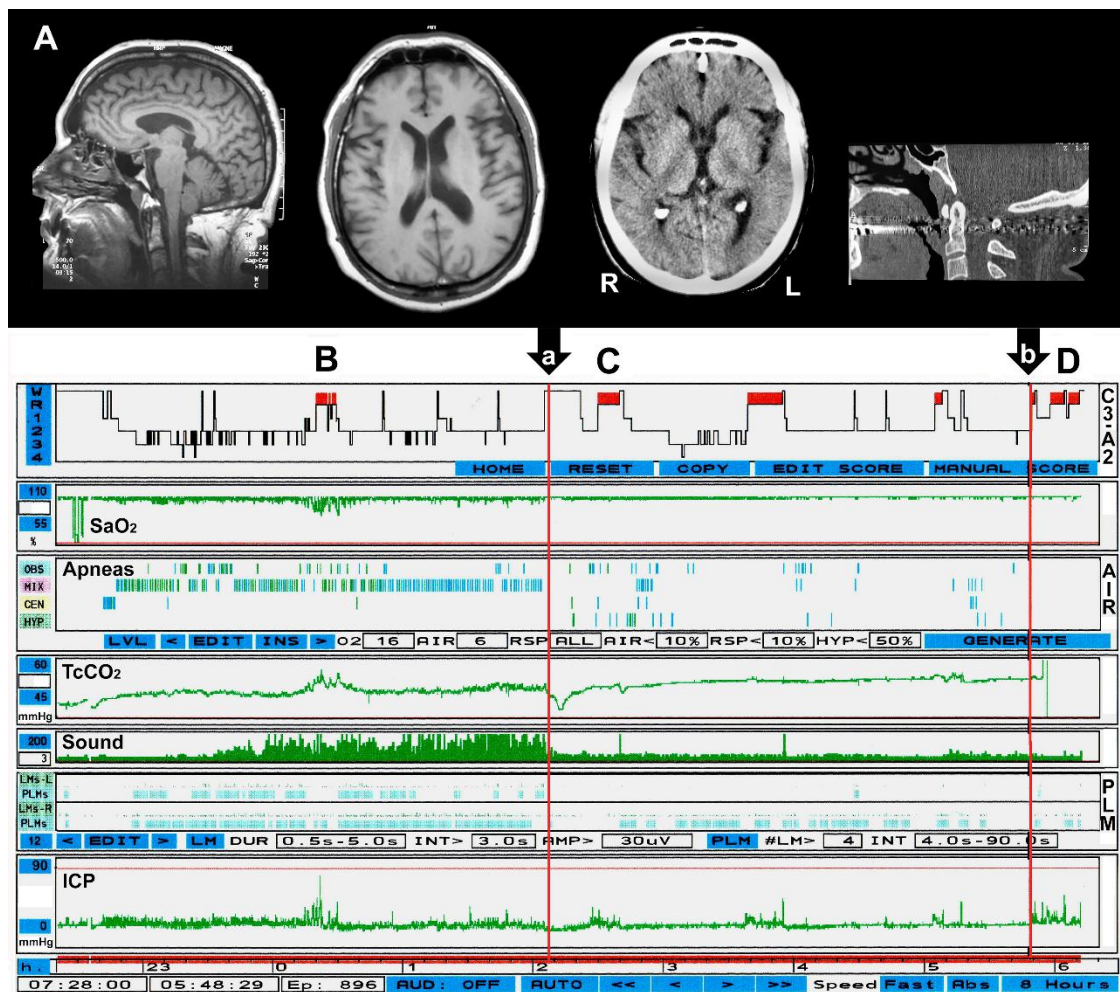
A. MRI and CT scans of the patient that show a normal ventricular size, and cerebellar tonsillar descent of 4 mm through the foramen magnum and small posterior fossa. The tongue, the upper airway tonsils, and adenoids are normal. However, the patient has a small maxilla and elongated soft palate with a very reduced velopharyngeal space (red *). Below the anatomical information, the image shows the summary of the polysomnography, including a hypnogram. The black arrow (a): CPAP was initiated. The b arrow (b): the CPAP device was switched off. ICP: intracranial pressure; L: left; PLM: Periodic limb movements; R: right; TcCO₂: transcutaneous CO₂. B: High ICP values during the polysomnographic study without CPAP. C: The TcCO₂ and the ICP values are reduced when a CPAP was initiated. D: High values of the CO₂ and ICP reappear at the end of the night when the CPAP device is switched off.
